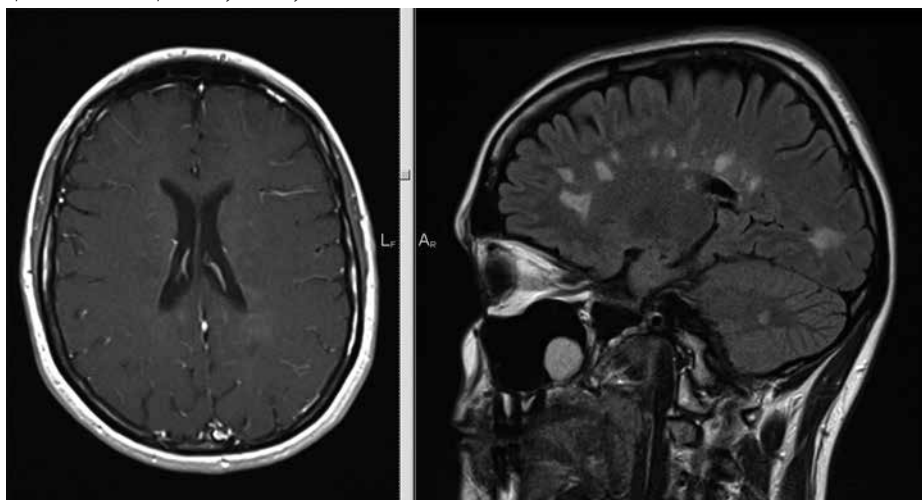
Vlevo T2 vážená sekvence, vpravo FLAIR – nález splňuje MR kritéria pro dg. RS s postižením jak supra, tak infratentoriálním
